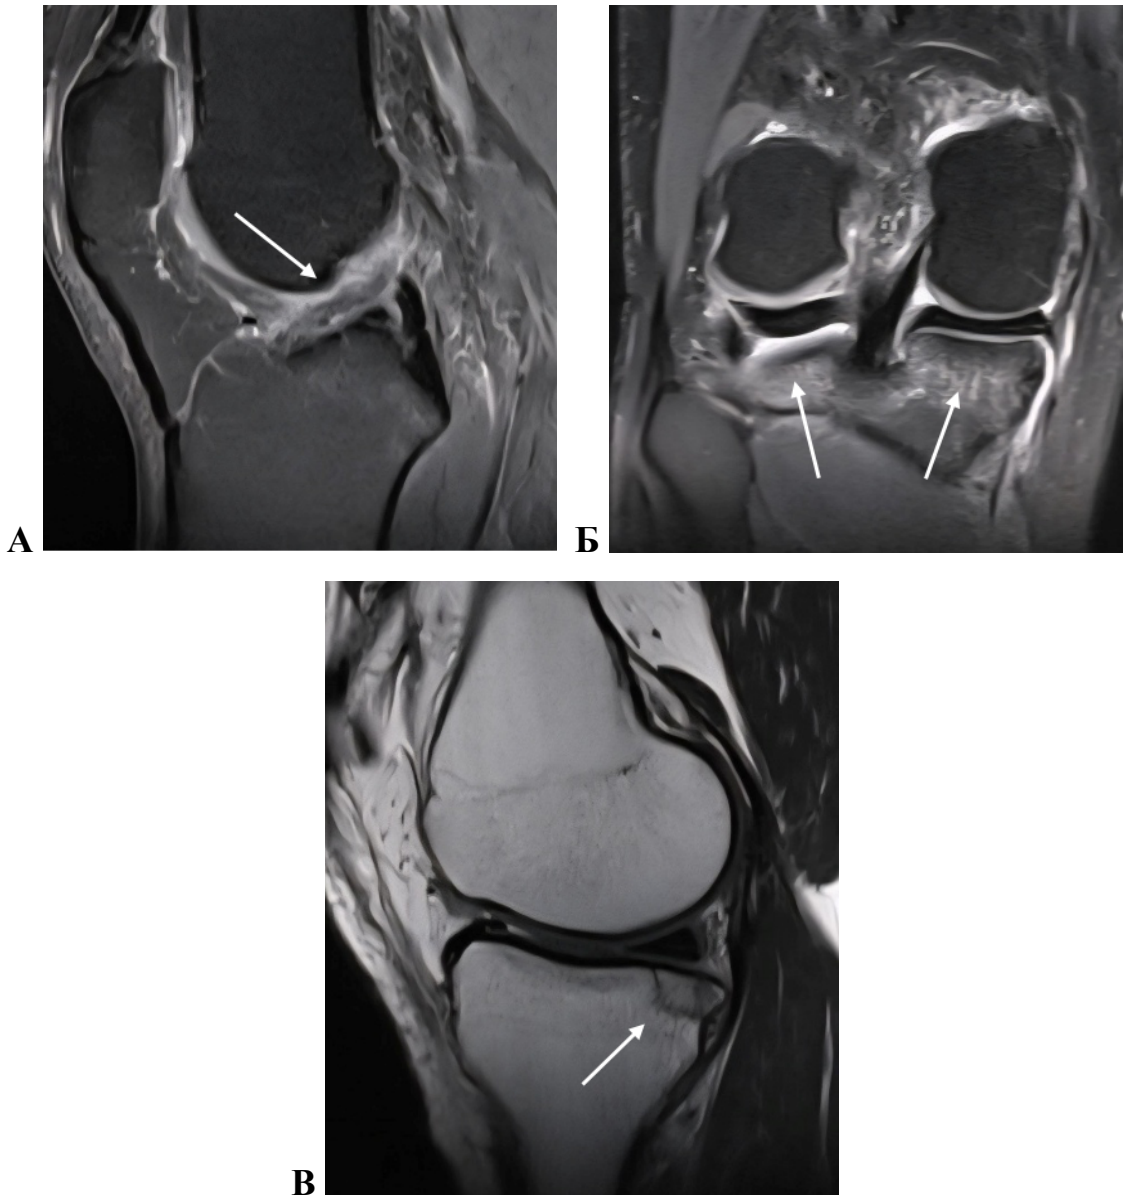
МРТ коленного сустава в сагиттальной плоскости в режиме PD FS (А), во фронтальной плоскости в режиме PD FS (Б), в сагиттальной плоскости в режиме T2 (В). Стрелками показаны: разволокненная и отечная ПКС с нарушением хода волокон (А), контузия костного мозга и минимальная импрессия задних краев мыщелков большеберцовых костей (Б), краевой перелом заднемедиального края плато большеберцовой кости (В)
